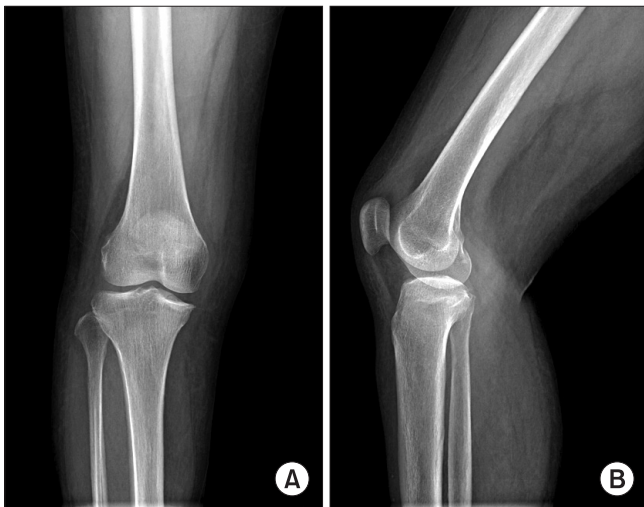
(A) Anteroposterior view, and (B) lateral view in our initial plain radiograph at 17 days after local magnetic resonance imaging of the right knee showed a small amount of depression of the medial tibial plateau.
